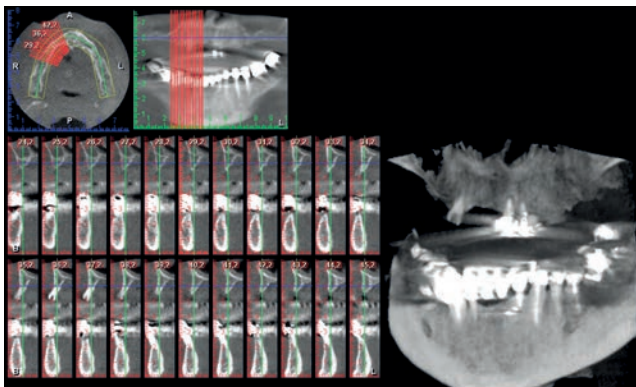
Cone Beam pre-operatoria
